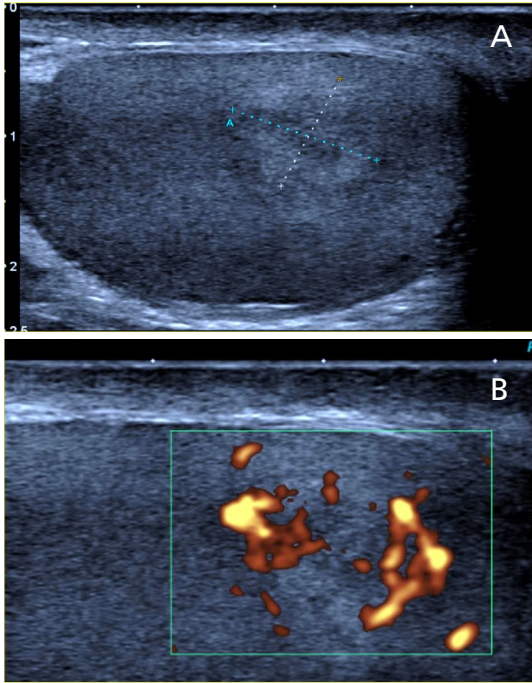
Altmış sekiz yaşında hastada bilateral lenfoma tutulumu. (A) US ile bilateral belirgin heterojenite dikkat çekiyor. (B) Doppler ile hipervaskülerite izleniyor. US, ultrasonografi.
